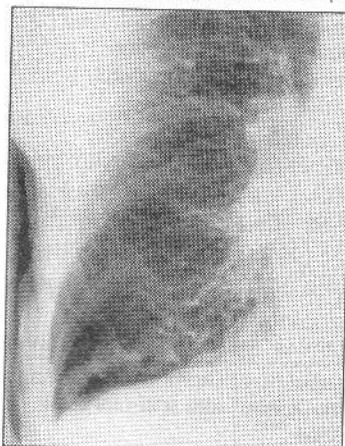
Radiografie ţintită a hemitoracelui drept la pacient cu BPOC
